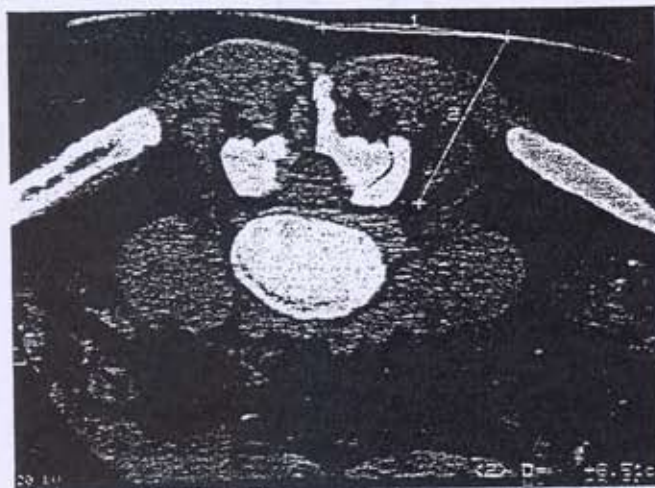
Scansione TC preliminare con misure per la determinazione del punto di infiltrazione a livello cutaneo e distanza di quest'ultimo dal forame di coniugazione.
